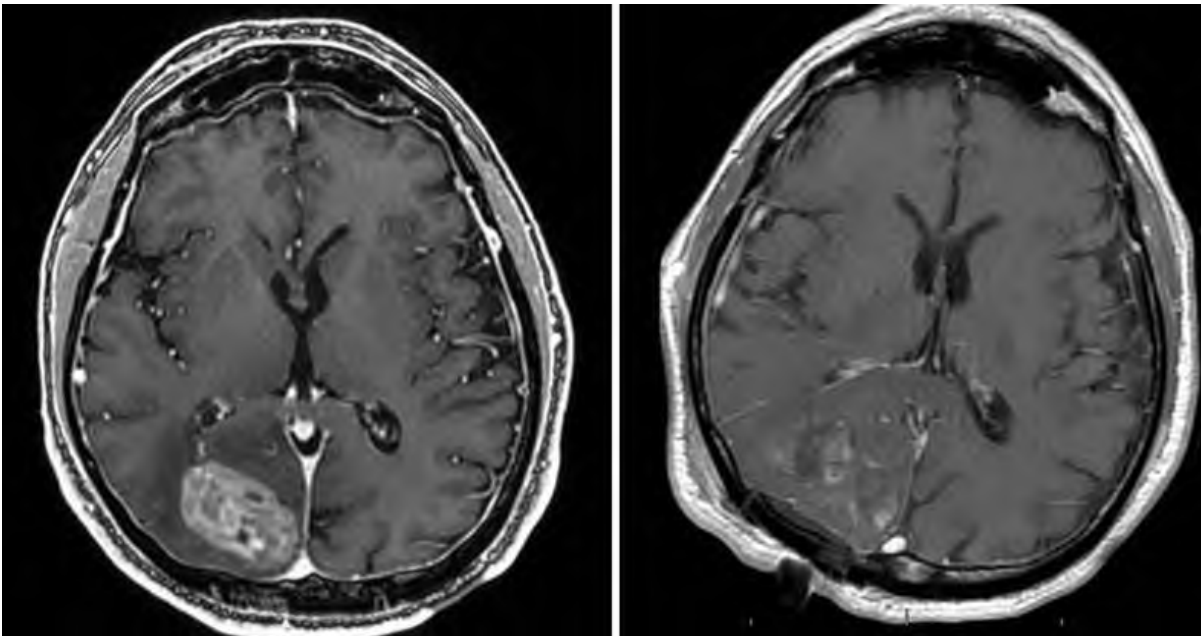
МРТ головного мозга пациента с глиобластомой до (слева) и после (справа) операции (<https://radiopaedia.org/>).
